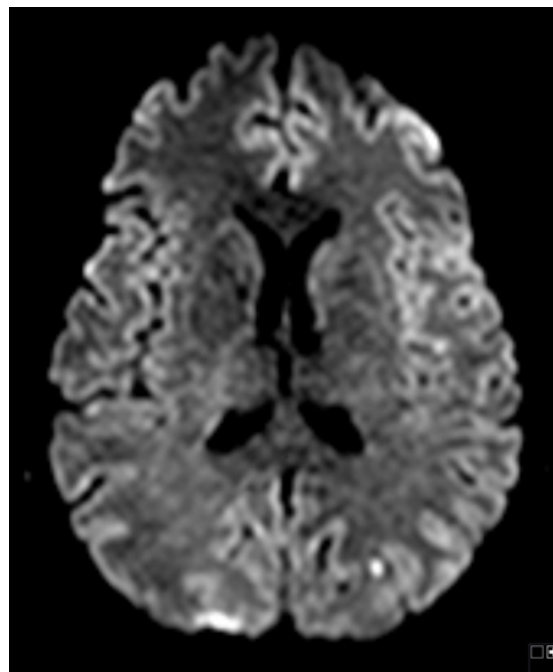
Patient mit punktförmiger DWI-Läsion links okzipital.
